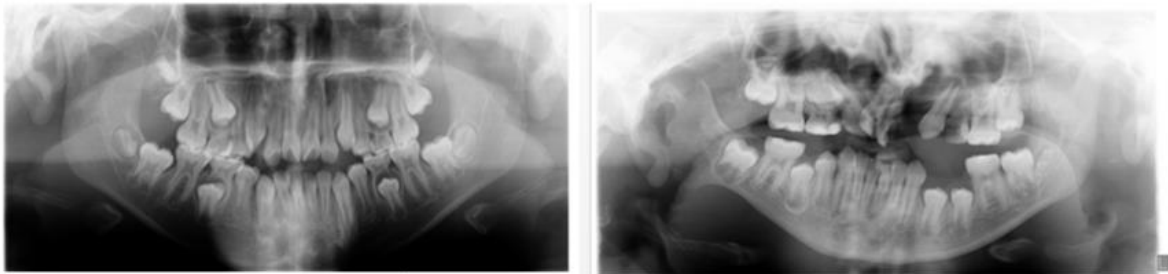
Represents one radiographic of control group without any dental anomalie. Figure 2: represents one radiographic of case group with maxillar premolar and lateral agenesis.
